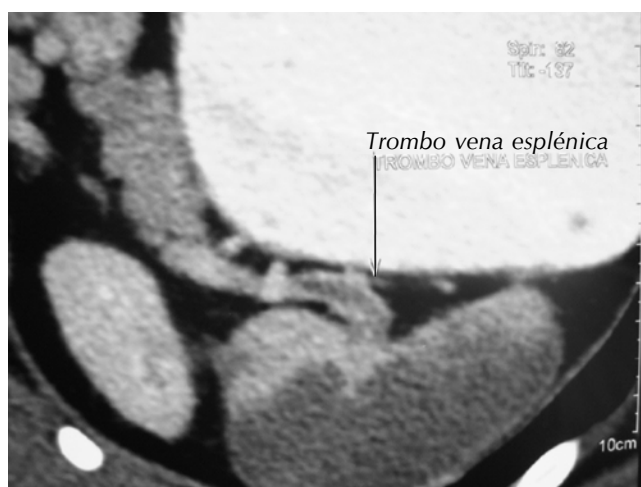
Corte axial de angiotomografía mostrando oclusión de la vena esplénica y bazo con defecto de llenado.
